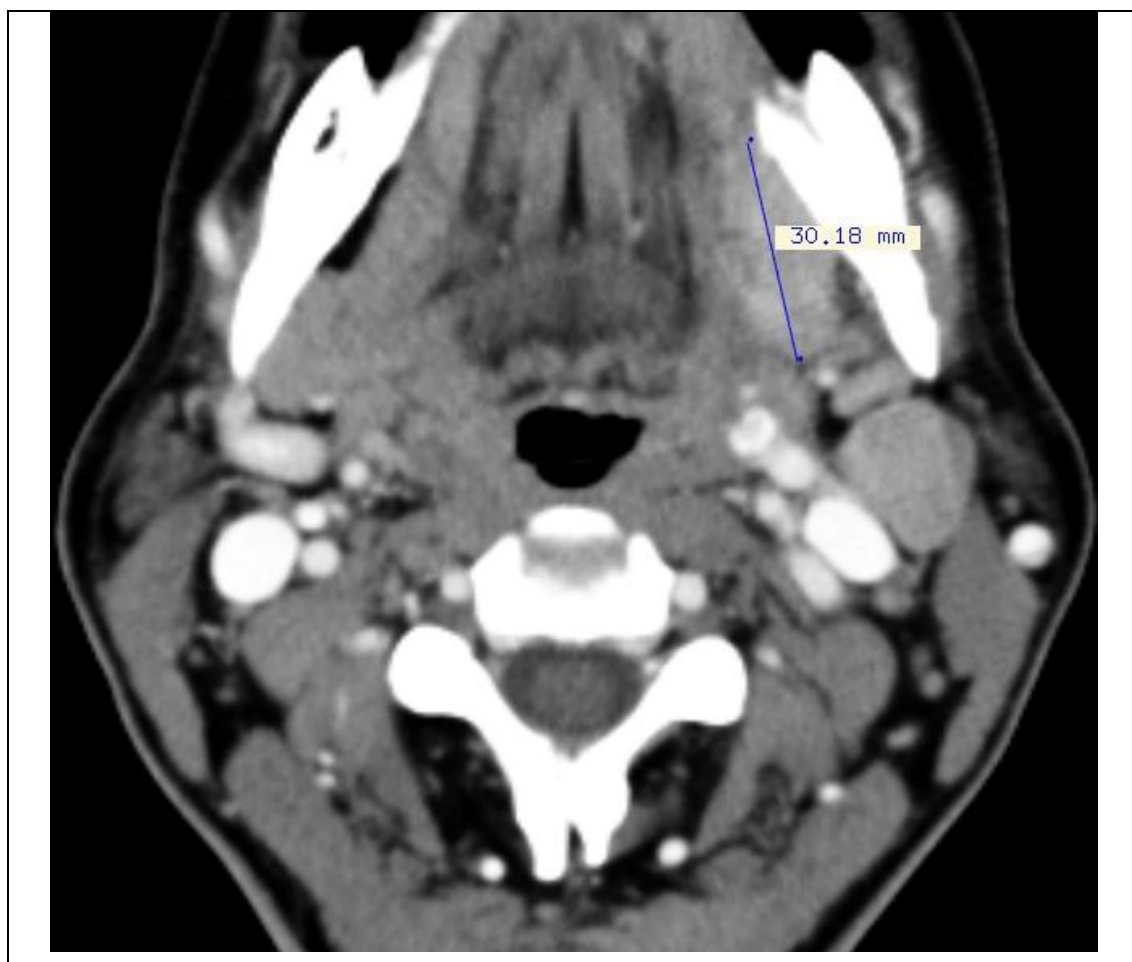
Carcinoma de células escamosas de cavidade oral em região de trígono retromolar medindo 30,18 mm no eixo de maior dimensão na análise bidimensional da tomografia computadorizada.
